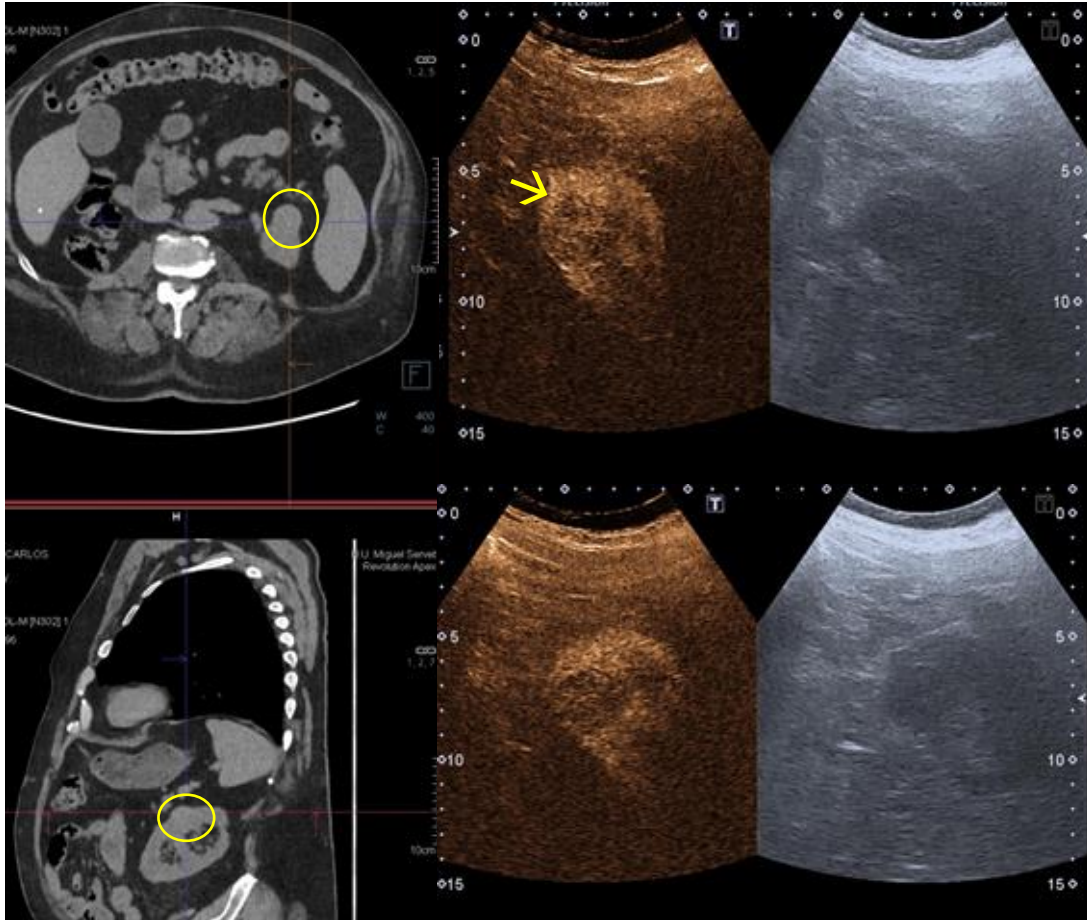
Varón de 70 años con hipernefroma derecho y cáncer de próstata. A. TC abdominal en plano axial y sagital sin contraste iv, se identifican dos lesiones de aspecto nodular corticales sin poder filiarlas debido a la ausencia de contraste iv. B. Ecografía con contraste. Se observa realce intralesional de la lesión (→), sugestivo de quiste Bosniak III vs lesión sólida homogénea con realce progresivo, que realza menos que el espesor parenquimatoso cortical adyacente y que podría ser lesión sólida de bajo grado de malignidad.
